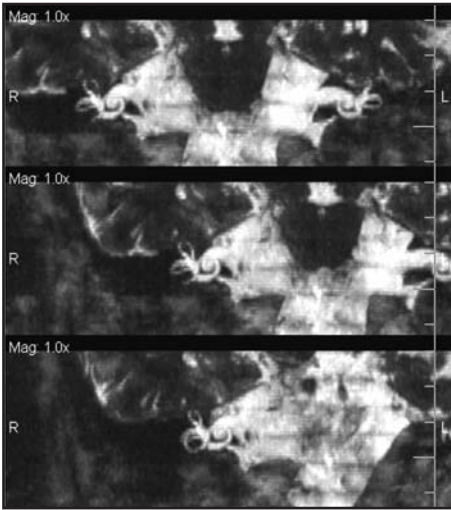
RM del labirinto membranoso: sequenza T2 Fast Spin Echo 3D
